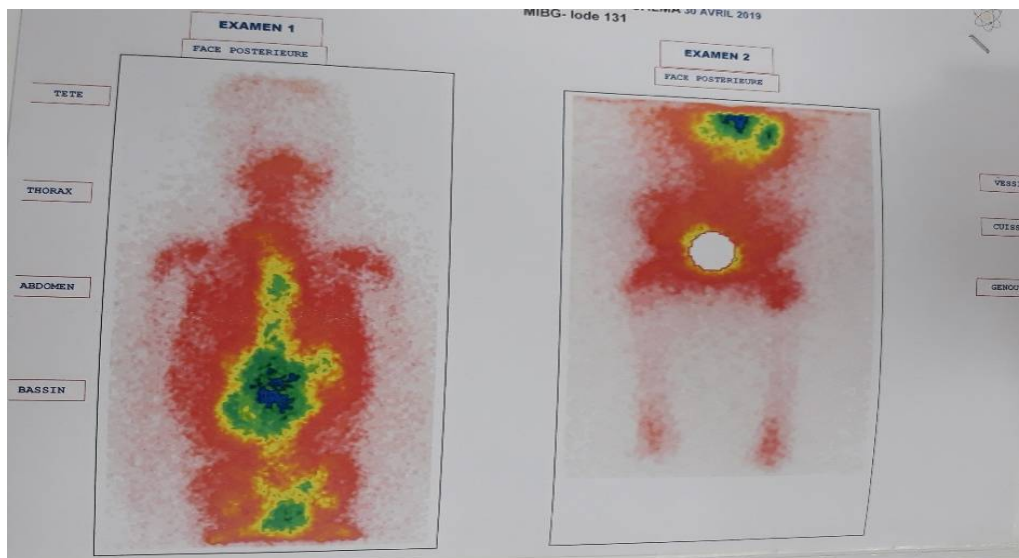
Une scintigraphie à la MIBG –iode 123 chez une fille de 4 ans objectivant une masse abdominale médiane très active métaboliquement, coulée ganglionnaire pathologique médiastino cervicale gauche de fixation intense, et une lésion osseuse fixante sacro-iliaque droite d’origine secondaire.
